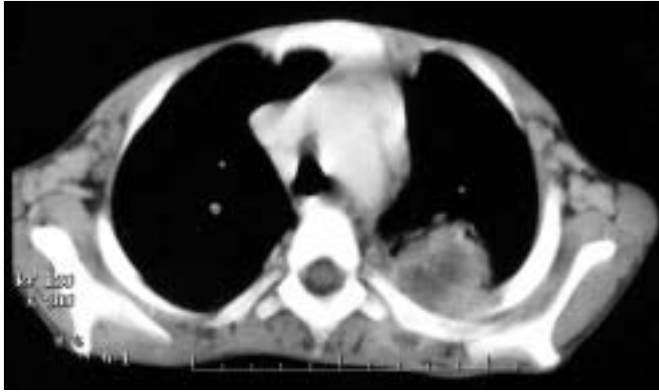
Axial CT scan shows left upper lobe abscess and costal osteomyelitis. Also note the extension of the inflammatory process to the posterior chest wall, and periaortic and axillary lymphadenopathies.
